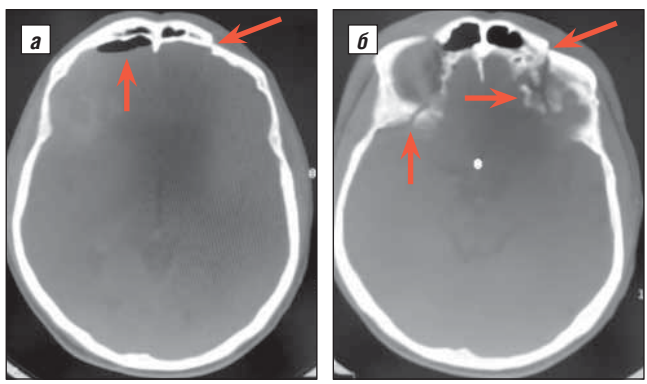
То же наблюдение. МСКТ головного мозга в режиме «Bone» (аксиальная проекция): а – вдавленный перелом лобной кости слева; включения воздуха в полости черепа; б – линии переломов в области основания черепа и орбит
